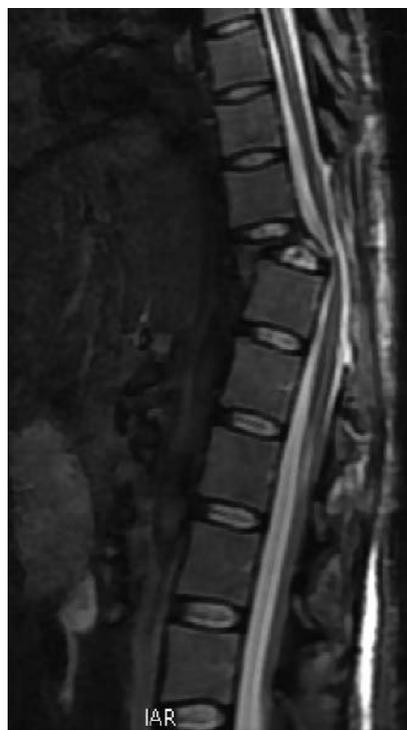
Compresión medular tras traumatismo directo en un precipitado. Unidad RM H. Clínico Valencia ERESA.
